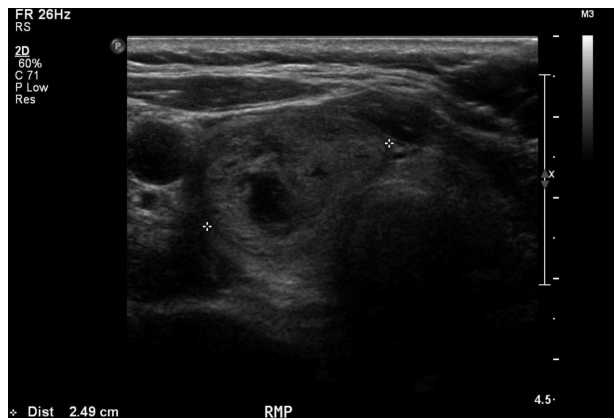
Thyroid ultrasonography. 2.9 cm sized, isoechoic nodule with internal hypoechoogenicity is noted.
